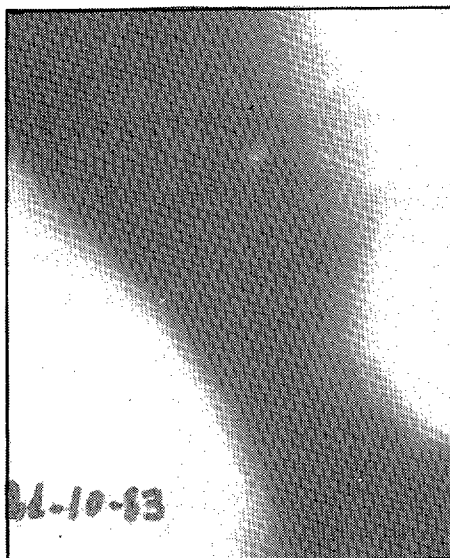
Tomografía AP. Unos vasos, que semejan a la cola de un cometa, penetran por el polo inferior de la imagen redondeada tras incurvarse hacia arriba y afuera desde abajo y adentro.
